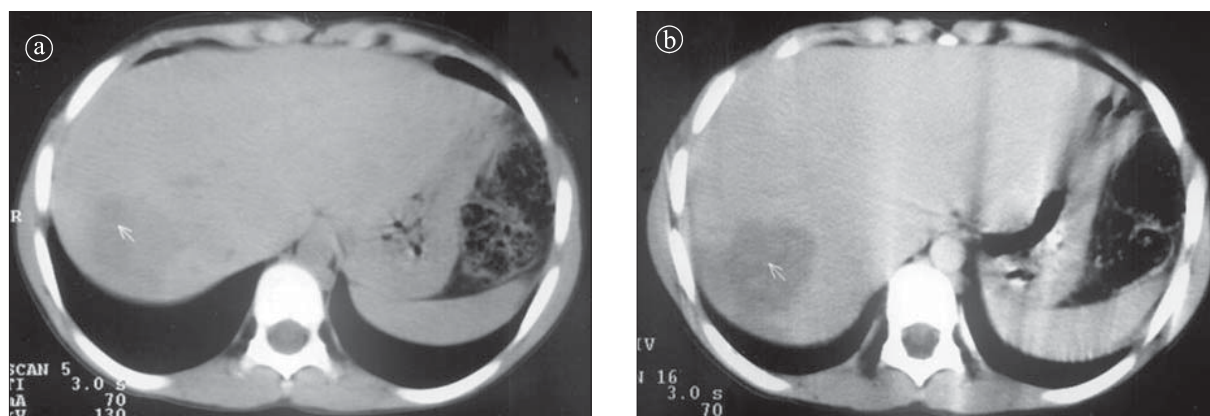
Hemangiom cavernos. Secțiune axială CT. a) precontrast imagine hipodensă în segmentul VII hepatic. b) postcontrast încărcare periferică; priză de contrast de tip centripet.
